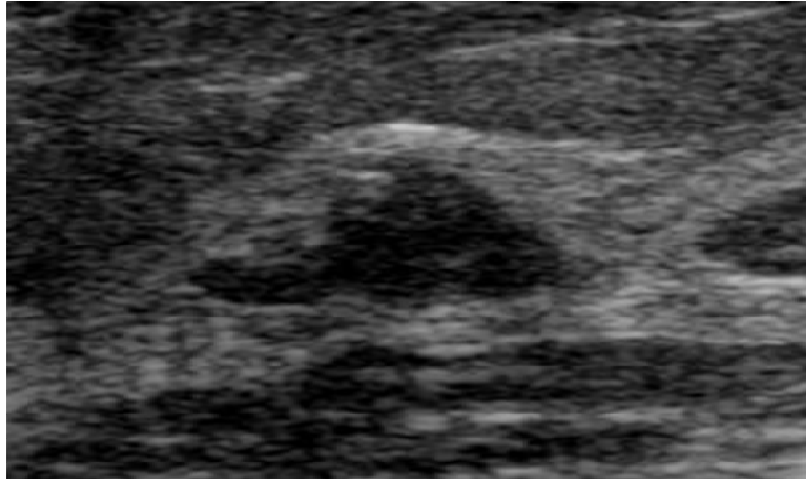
Ultrasonido: formación nodular, amorfa, hipoecogénica, bordes micro lobulados, diámetro mayor es paralelo a la piel, característica acústica posterior mixta.
